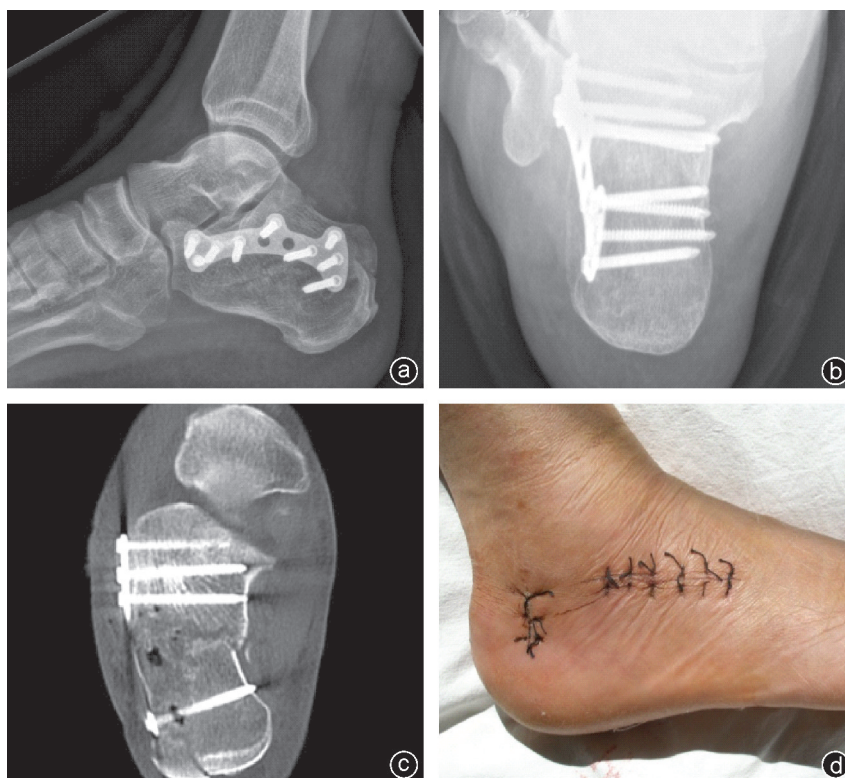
术后影像学资料及大体照 a:跟骨侧位X线片示距下后关节面解剖复位,跟骨高度、Böhler角及Gissane角得到满意矫正;b:跟骨轴位X线片示跟骨宽度恢复满意,跟骨轴向轴线纠正满意,螺钉长度合适;c:术后CT平扫见跟骨骨折复位满意,跟骨纵向轴线纠正满意,螺钉位置长度均理想;d:术后14 d,手术切口愈合良好,干燥,无渗血渗液,切口周围无红肿,切缘无坏死,切口无裂开
